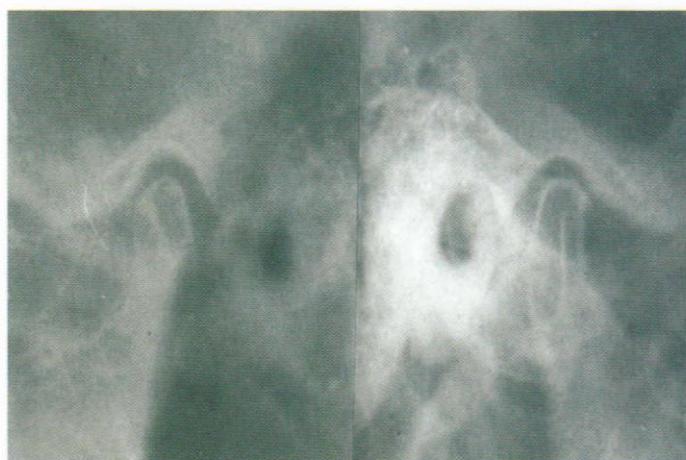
Radiographs of the TM Joints. The right condyle is going down on the articular eminence, the left condyle is going up towards the fossa.
